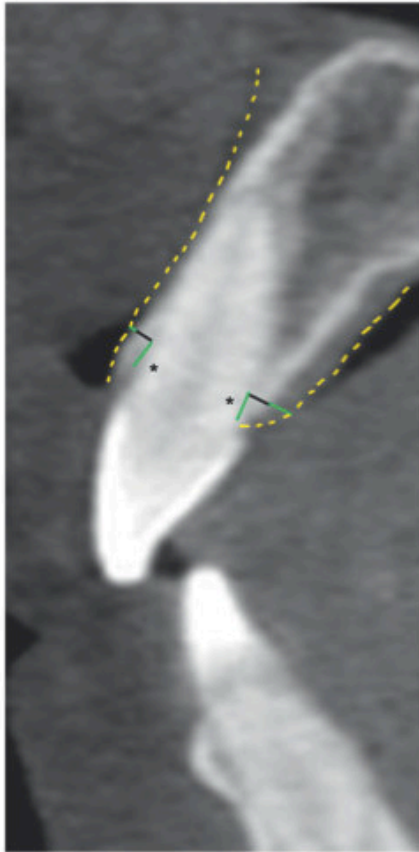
Vista seccional de una Tomografía computarizada Cone Beam usada para obtener mediciones tanto del tejido blando y duro periodontal. La línea amarilla delinea el tejido blando, las líneas verdes horizontales muestran el grosor gingival y las negras el grosor óseo.³⁰
